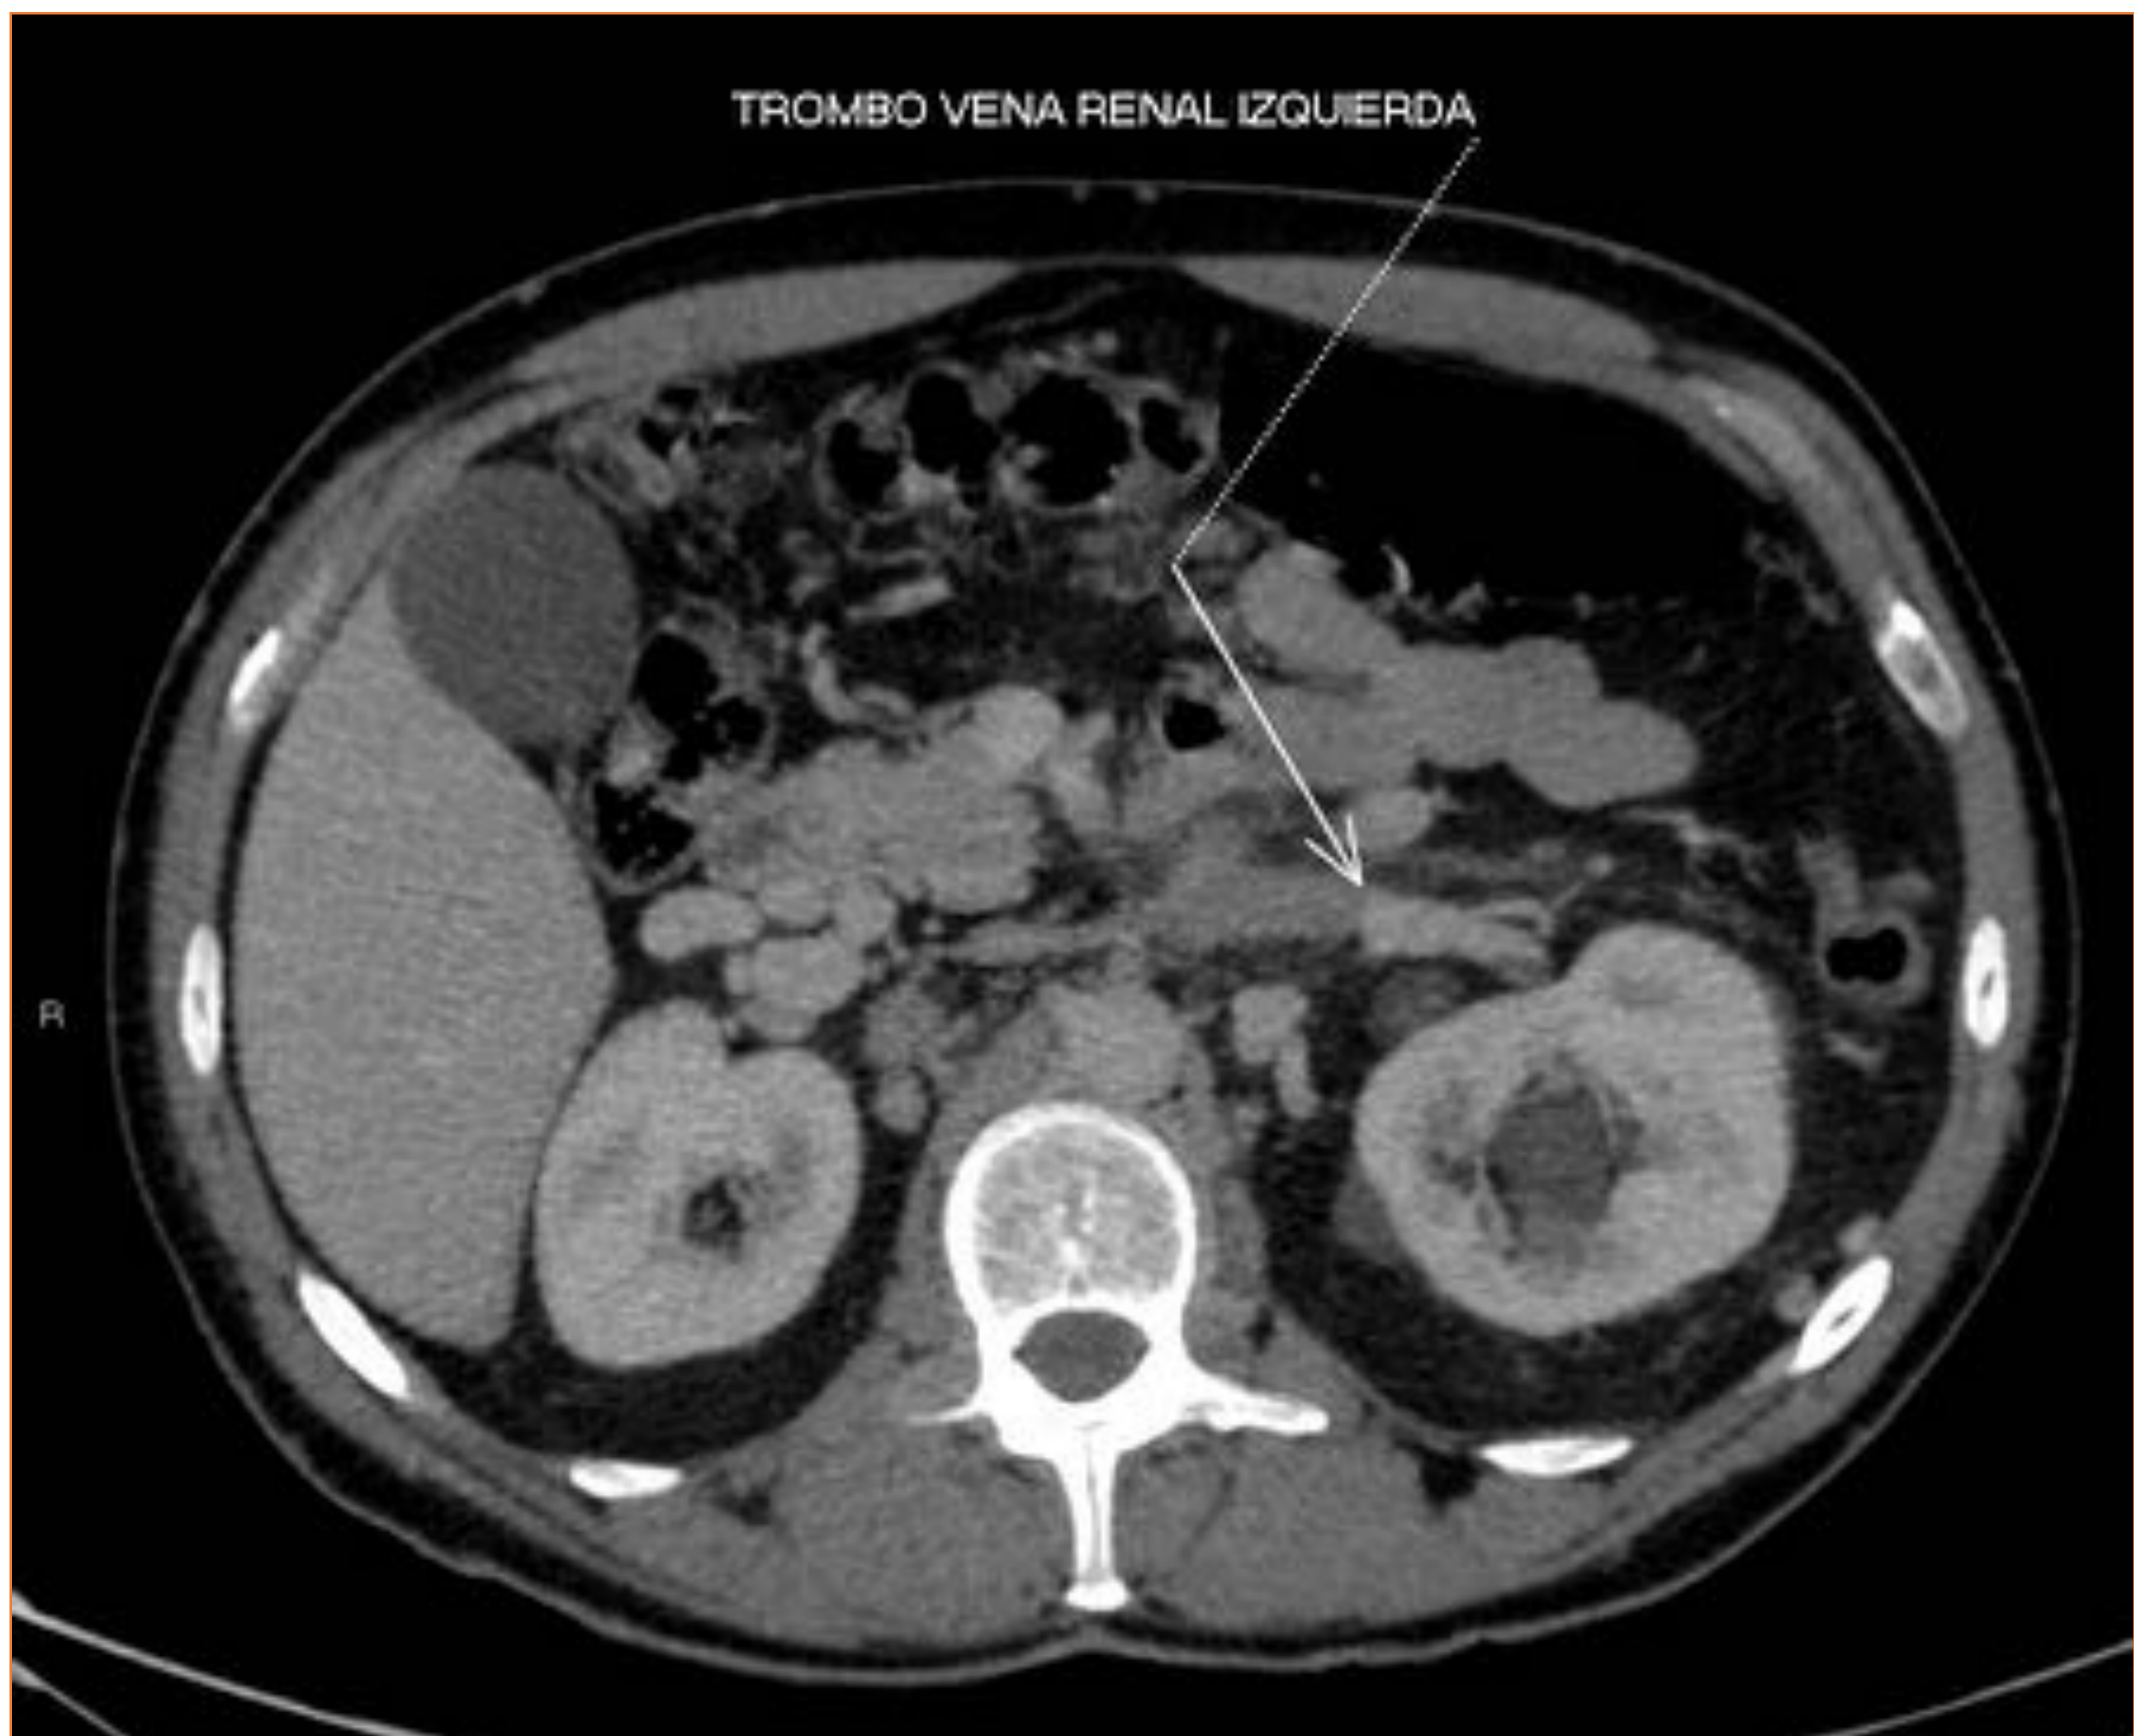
TC axial con contraste intravenoso en fase portal
